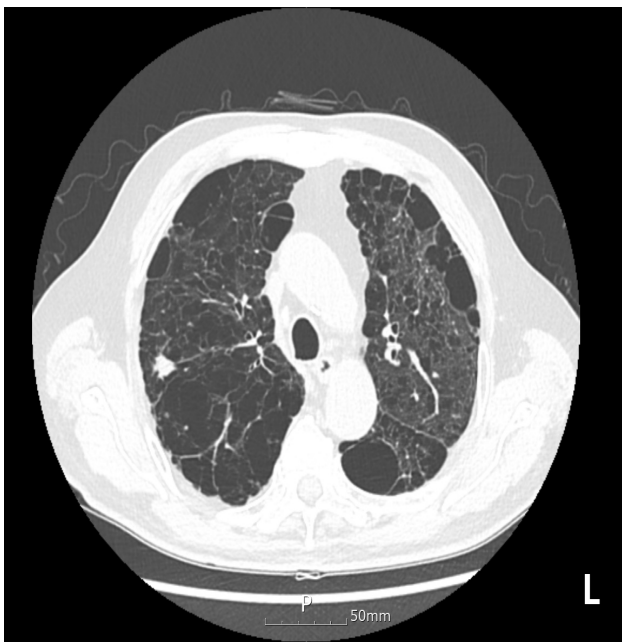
절제술 전 흉부 컴퓨터 단층 촬영
